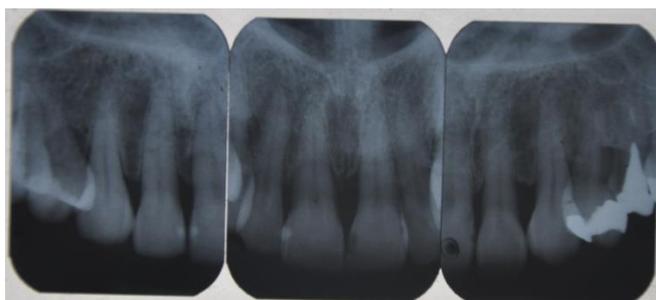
Radiografias possibilitando a evidenciação de perda óssea horizontal de grande porte na região dos dentes anteriores superiores, compatível com periodontite, estágio IV.
